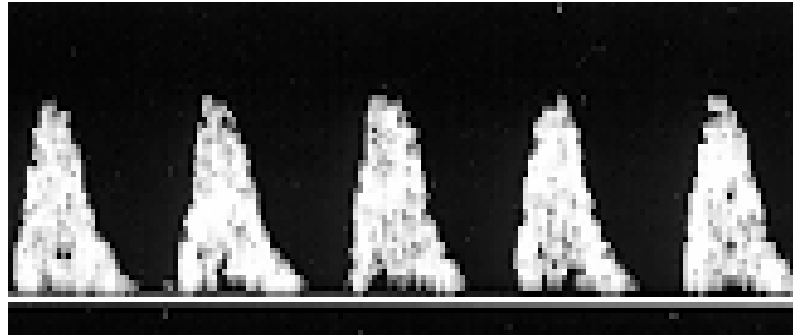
Doppler com ausência de fluxo diastólico em AU (DZ).
